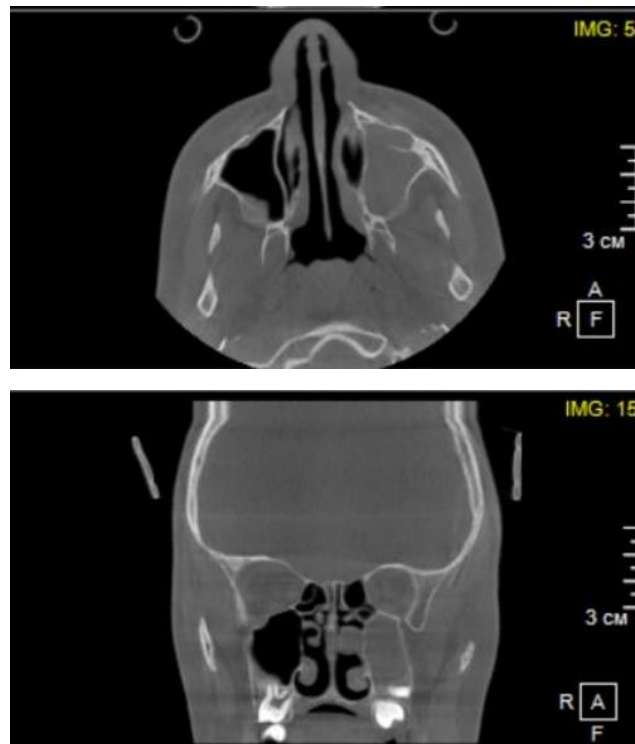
КТ ОНП больной С. [16]
